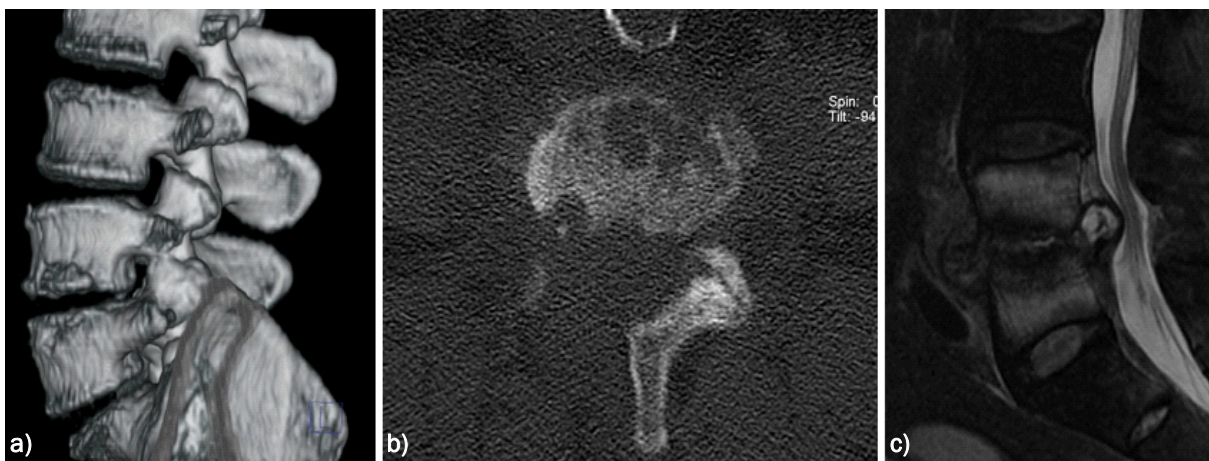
a)b)c) Postinterventionelle Spondylodiszitis mit Rezidivprolaps (MRT Bild rechts) (Pat #16)
